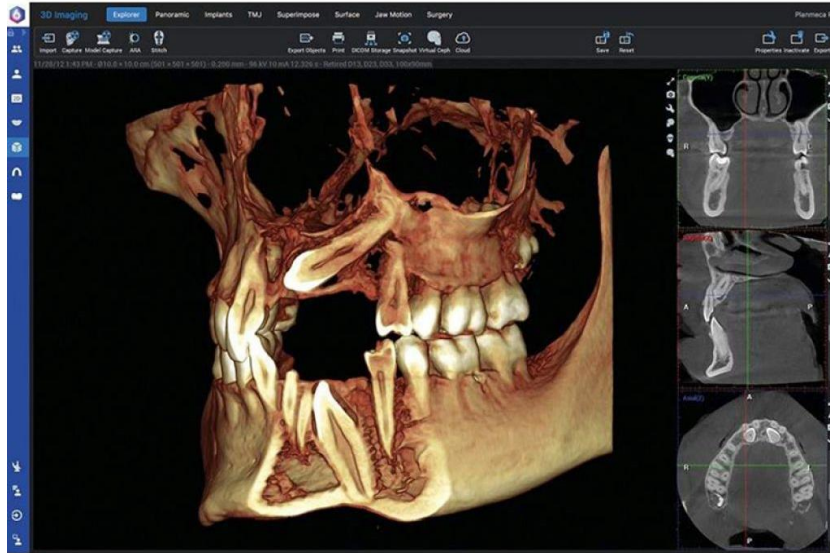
Комп'ютерний томограф Planmeca ProMax® з 3D фотографією обличчя і 3D скани моделей і зліпків в одному 3D зображенні - з використанням сучасного програмного забезпечення.
